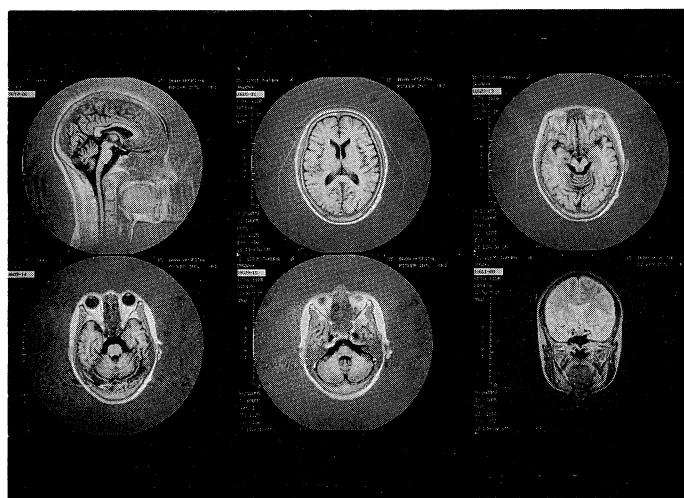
This MRI was obtained by a VISTA-MR (superconductive magnet, 0.5T) made by Picker-International. It revealed the same findings as the X-ray CT, but neither abnormally low nor high intensity findings were made in the basal ganglia, dentate and red nuclei.
